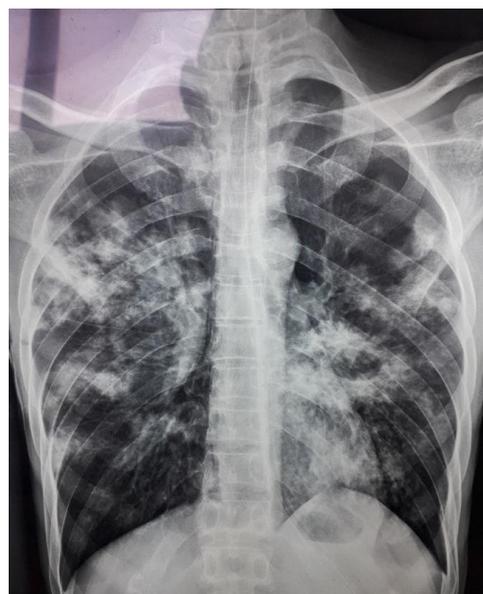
une radiographie du thorax montrant un syndrome interstitiel bilatéral asymétrique avec des excavations à gauche
